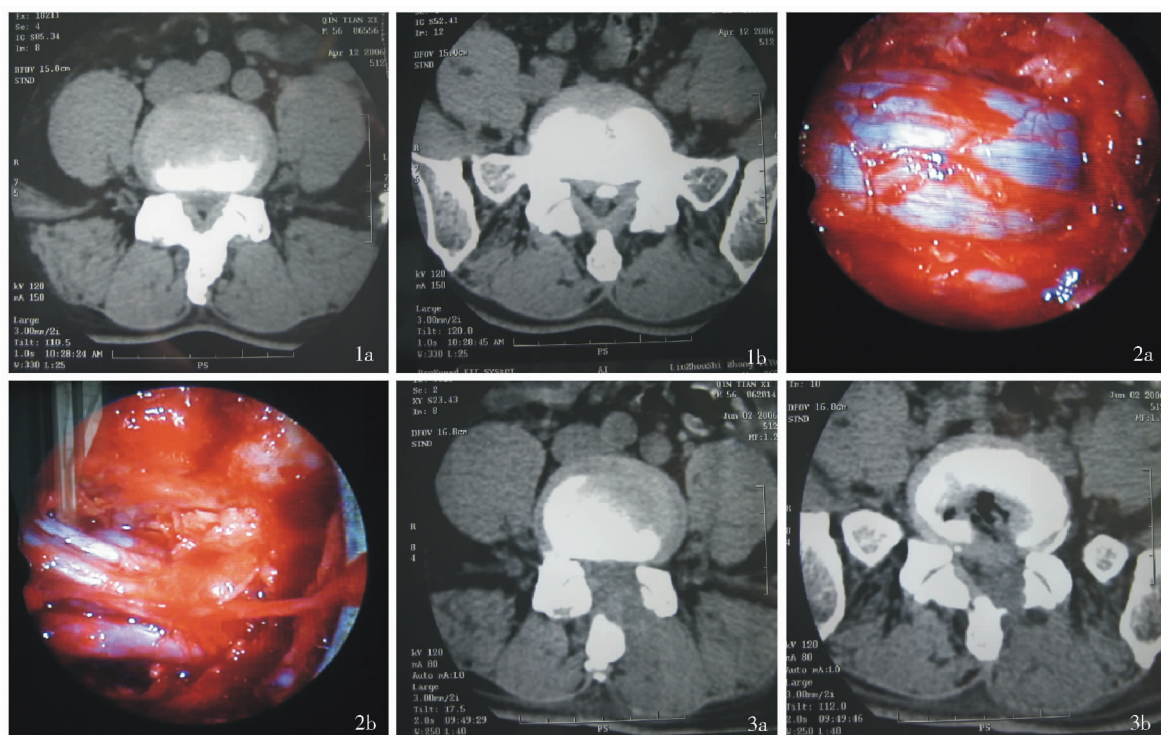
术前 CT 示 L₄₋₅、L₅ ~ S₁ 椎管狭窄 图 2 术中内镜下一侧入路双侧减压显示中央管及神经根减压充分 图 3 术后 7 天复查 CT 示已切除双侧肥厚的黄韧带, L₅ ~ S₁ 突出骨化的椎间盘, 两节段椎管容积均较术前明显宽
